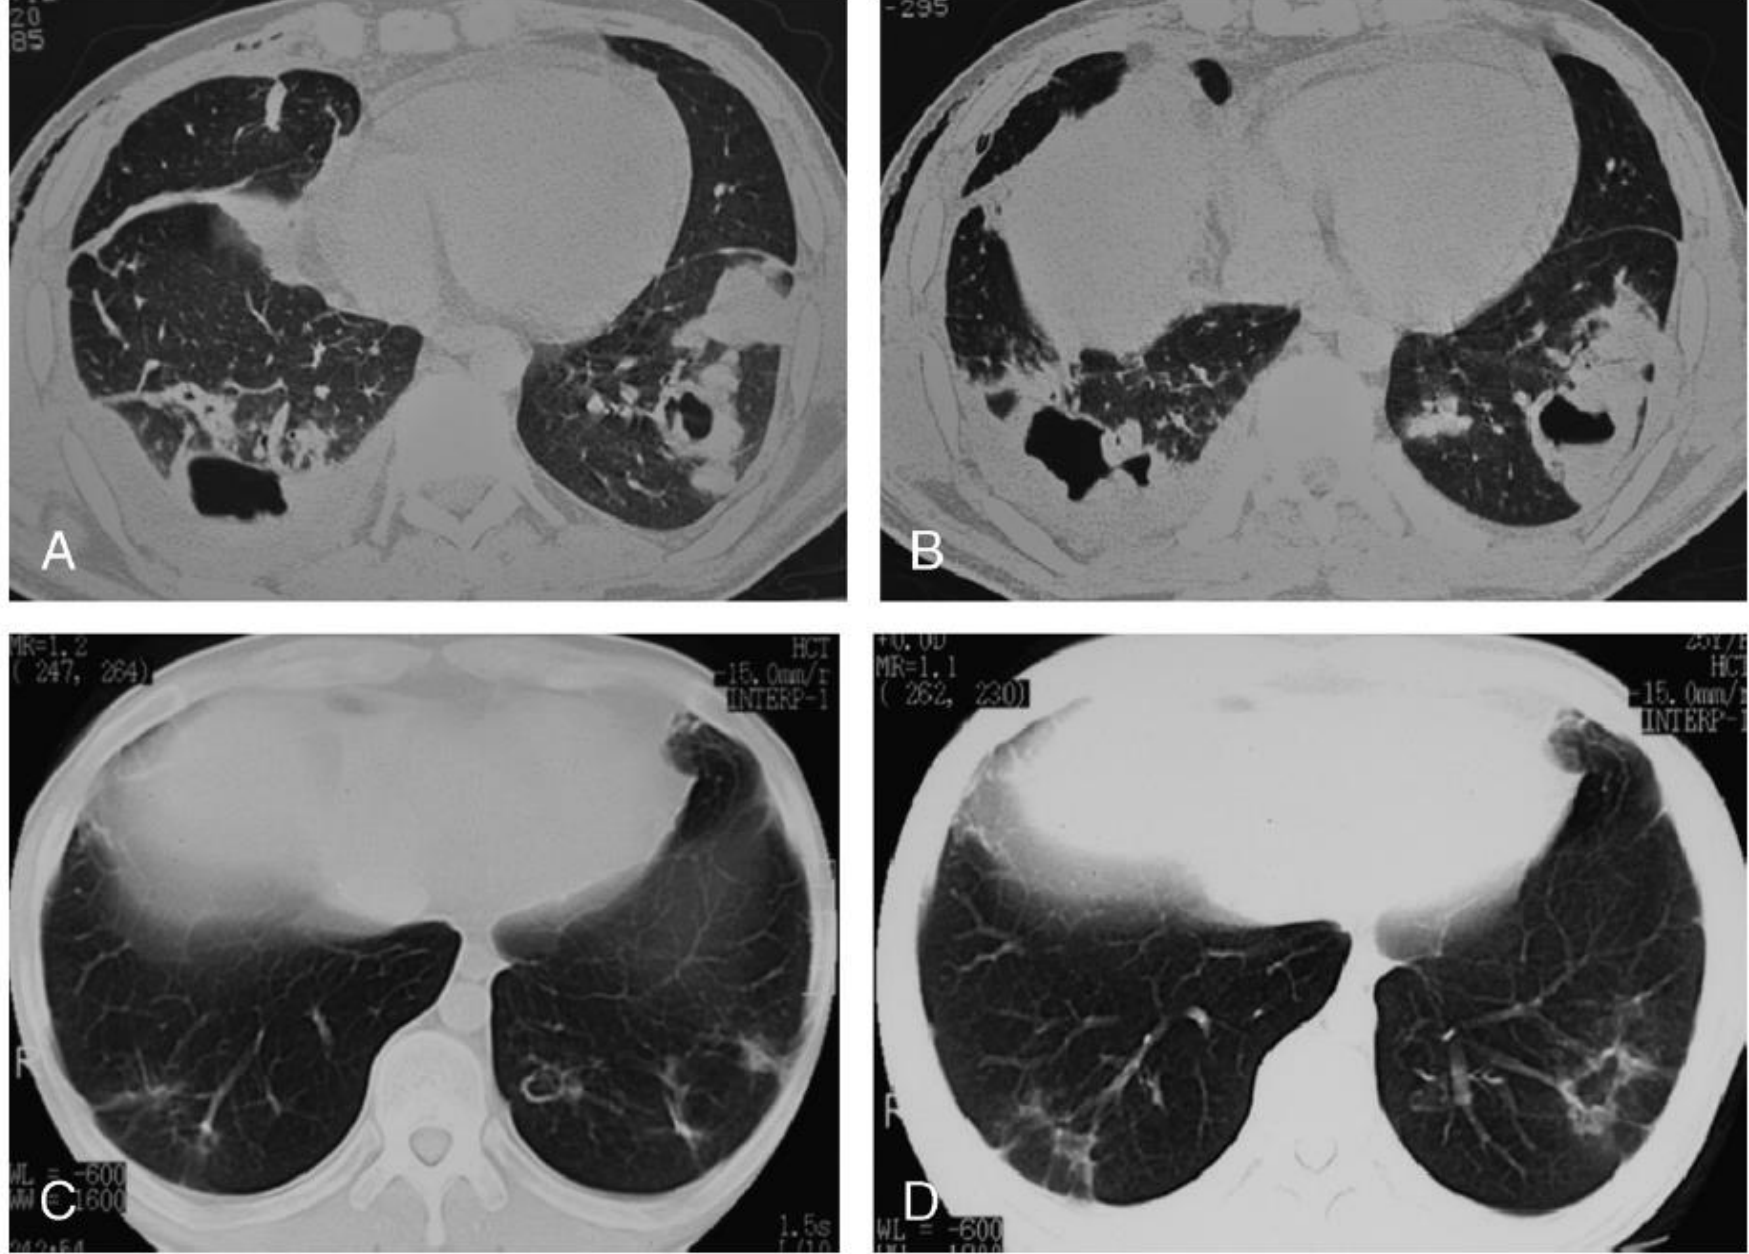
A and B. Thoracic CT scans showing bilateral cavitating consolidations, multiple nodular infiltrations on the lower lobes, and pleural effusion on the right side. C and D. Posttreatment CT scans 1 year later.
